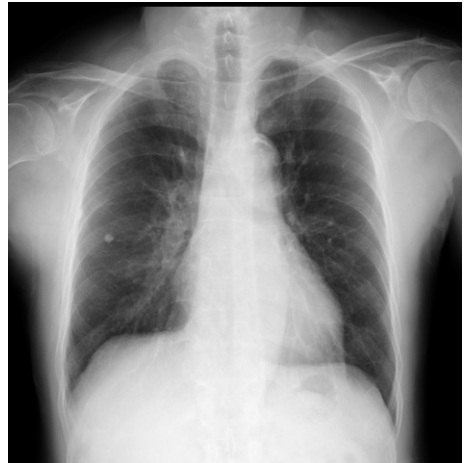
Chest Xp obtained one day before ^{123}I -BMIPP scintigraphy shows no abnormal lung lesion other than right middle lung field calcification.
